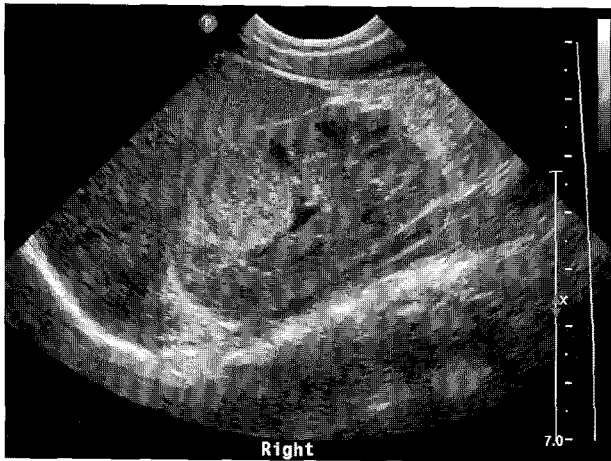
Abdominal ultrasonography shows 2.3 cm sized round mass with internal heterogeneous echogenicity in the upper portion of the right kidney.
